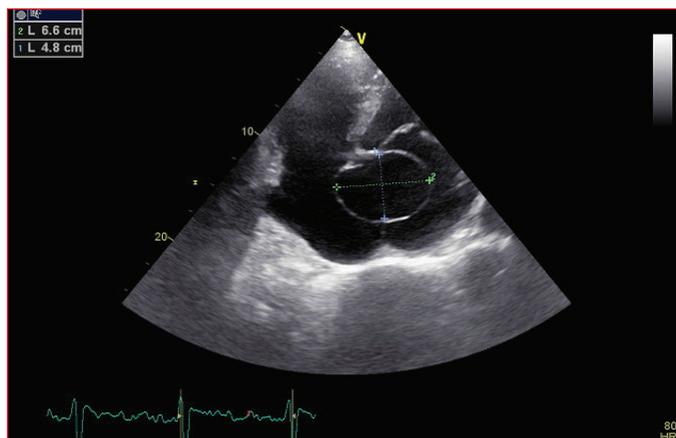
Transthoracic echocardiography (TTE); the apical 4 chamber view demonstrates the fistula artery with a diameter of 6.6 x 4.8 cm.
